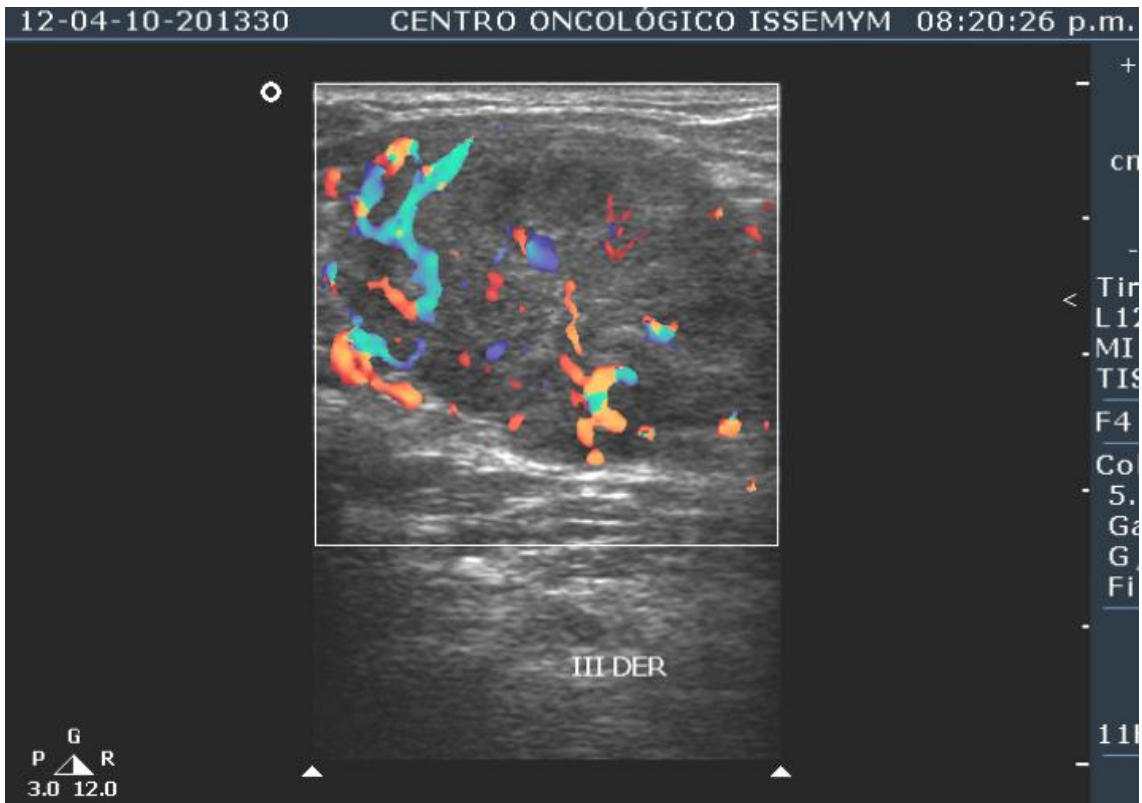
Adenopatía metastásica en un paciente con diagnóstico de cáncer diferenciado de tiroides con aplicación de Color Doppler que muestra un patrón de flujo desorganizado. Fuente (Archivo de imágenes ecográficas del CENTRO ONCOLOGICO ESTATAL ISSEMYM Toluca).
